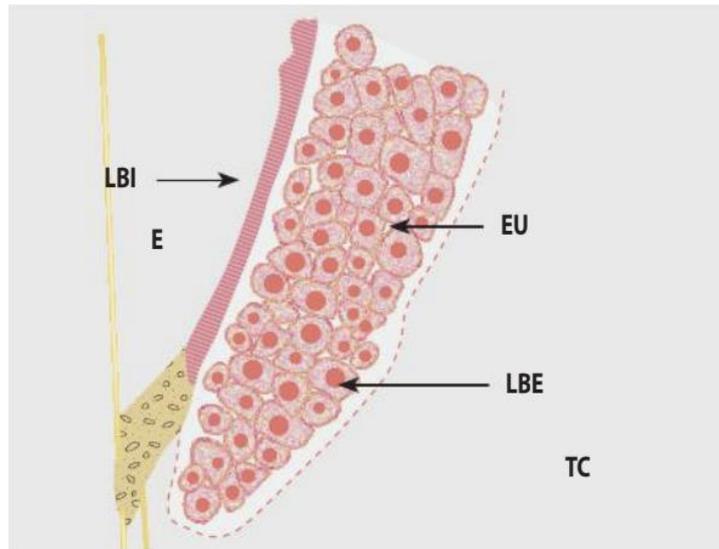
Epitelio de unión:(LBE) lámina basal externa, (TC) tejido conectivo, (LBI) lámina basal interna (E) esmalte. (3)
